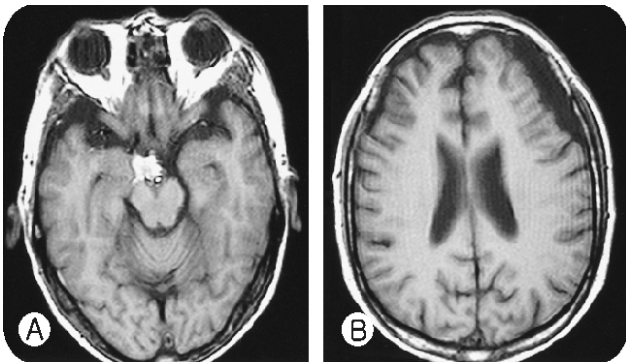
A T1-weighted MRI demonstrated subacute localized subarachnoid hematoma in right suprasella cistern(A) and showed subdural fluid collection at left frontal convexity without significant mass effect(B).
